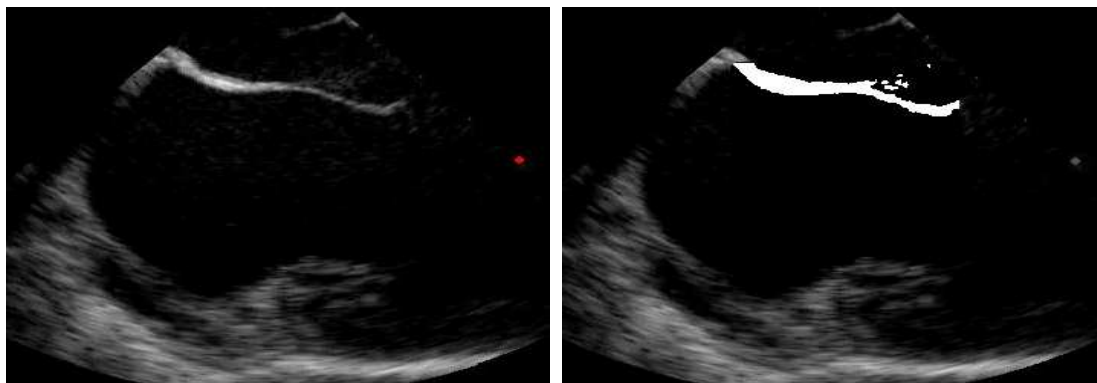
Traitement de l'image échographique : effet du seuillage appliqué sur la région d'intérêt.
